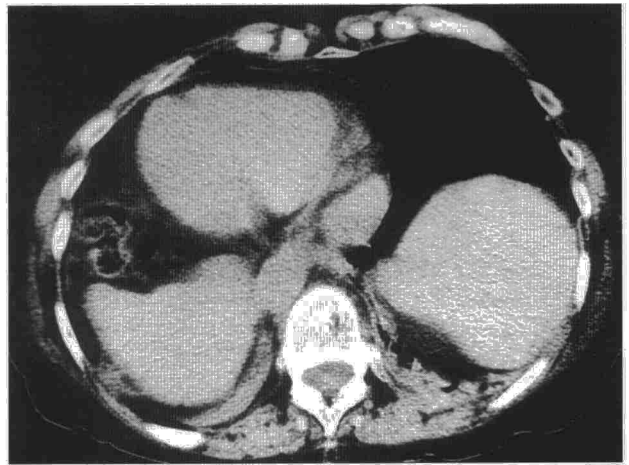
Tomografía computarizada toracoabdominal: situación invertida de los órganos abdominales.
